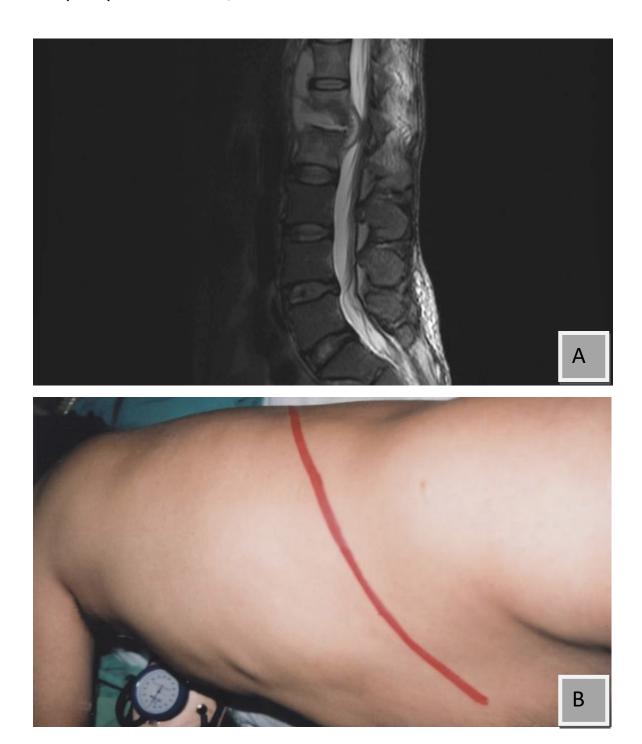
Image d'IRM coupe sagittale montrant une Spondylodiscite infectieuse en (A) Position latérale droite avec marquage du niveau cutanée de l'incision sur l'extrémité antérieure du 11ème cote en (B).
